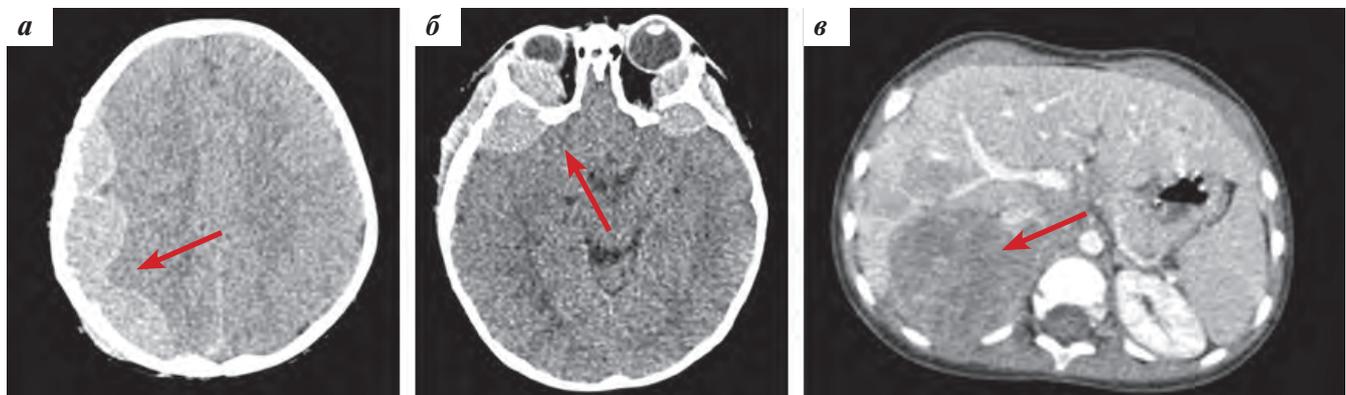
Пациент Н., КТ черепа и органов брюшной полости при дебюте заболевания, стрелками указаны внутрочерепное (а), ретробульбарное (б) распространение опухоли, а также поражение правого надпочечника (в)
